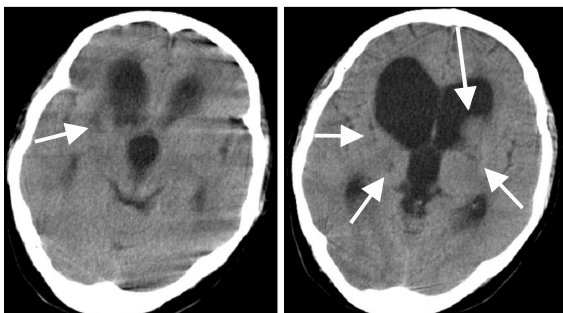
Brain CT at Admission 1 day.
